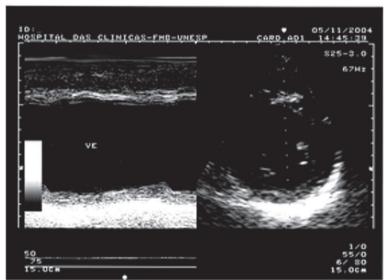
Cardiomiopatia dilatada. No painel superior, corte apical quatro câmaras, demonstrando dilatação significativa do ventrículo esquerdo. No painel inferior, ecocardiografia unidimensional, demonstrando dilatação ventricular esquerda significativa, com hipocontratilidade difusa.
